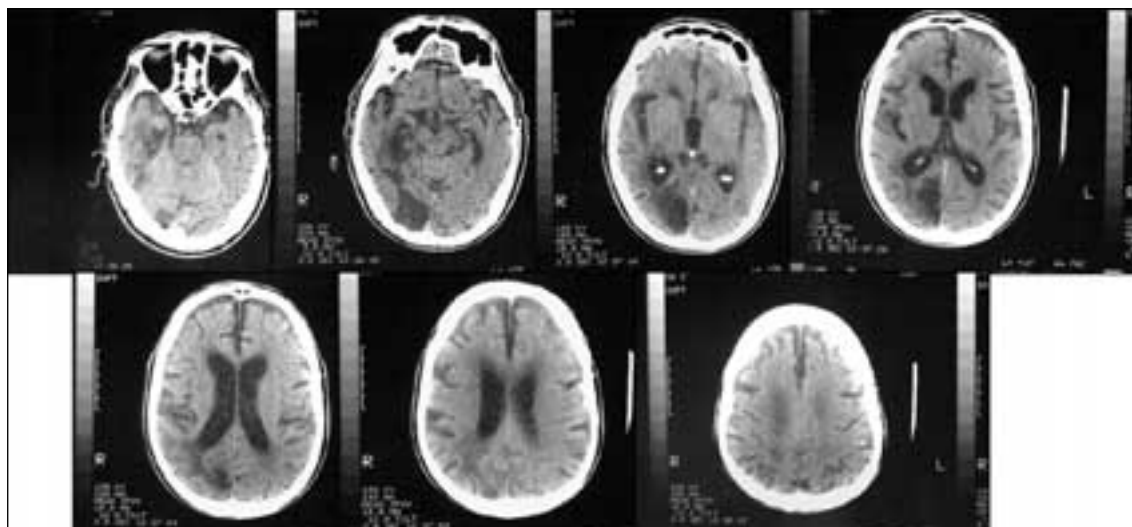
TAC cerebral. Demencia multiinfarto. Infarto en el territorio de la arteria cerebral posterior derecha.
